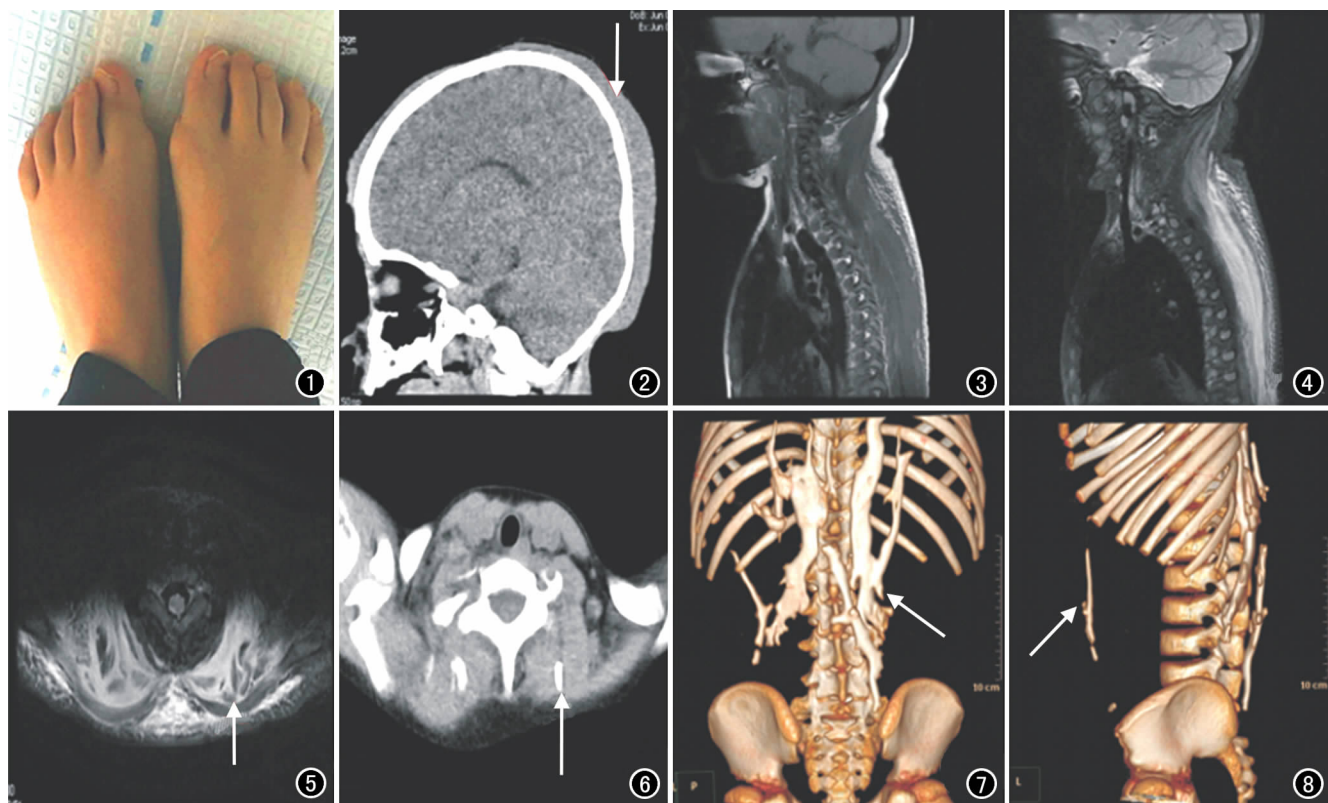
双足拇趾外翻畸形。图 2 头颅 CT 示头皮下广泛水肿(箭)。图 3 T_1 WI 示颈后部及背部皮下大片状低信号影。图 4 T_2 WI 示病变呈不均匀高信号影。图 5 T_2 抑脂序列示颈背部高信号影(软组织水肿), 内见极低信号区, 代表局部骨化组织(箭)。图 6 CT 示颈背部软组织内条形异位骨化影(箭), 与图 5 一致。图 7 CT 重建示背部多发条片状骨化影, 以脊柱中线区为著, 呈“枯树枝状”改变(箭)。图 8 CT 重建示腹侧皮下细条形骨化影。
